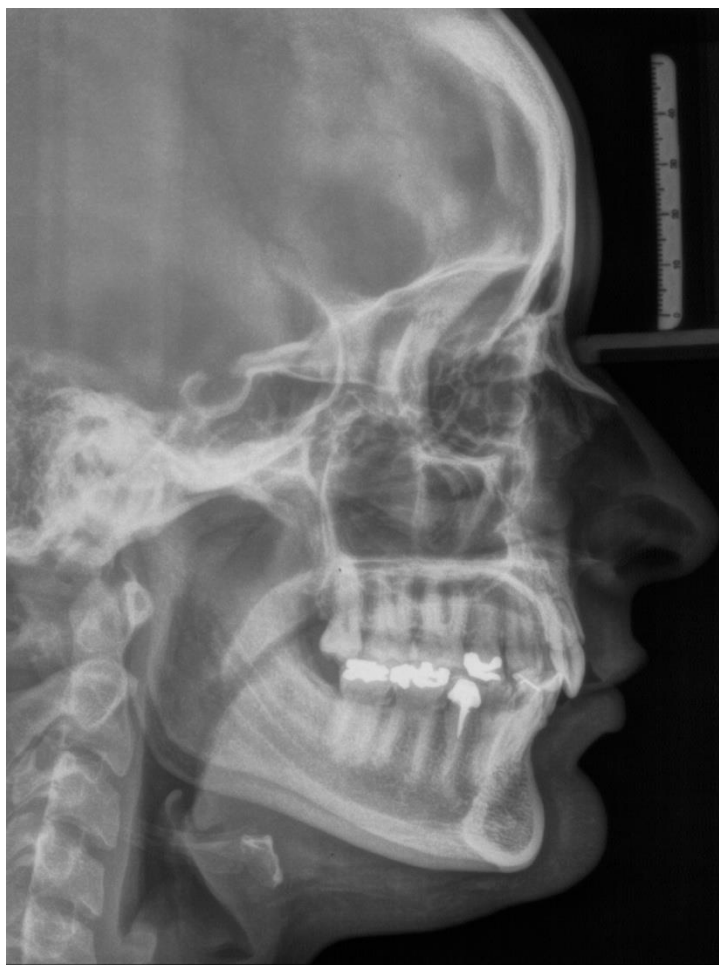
Radiografia panorâmica final e Telerradiografia no controle de 10 anos.
